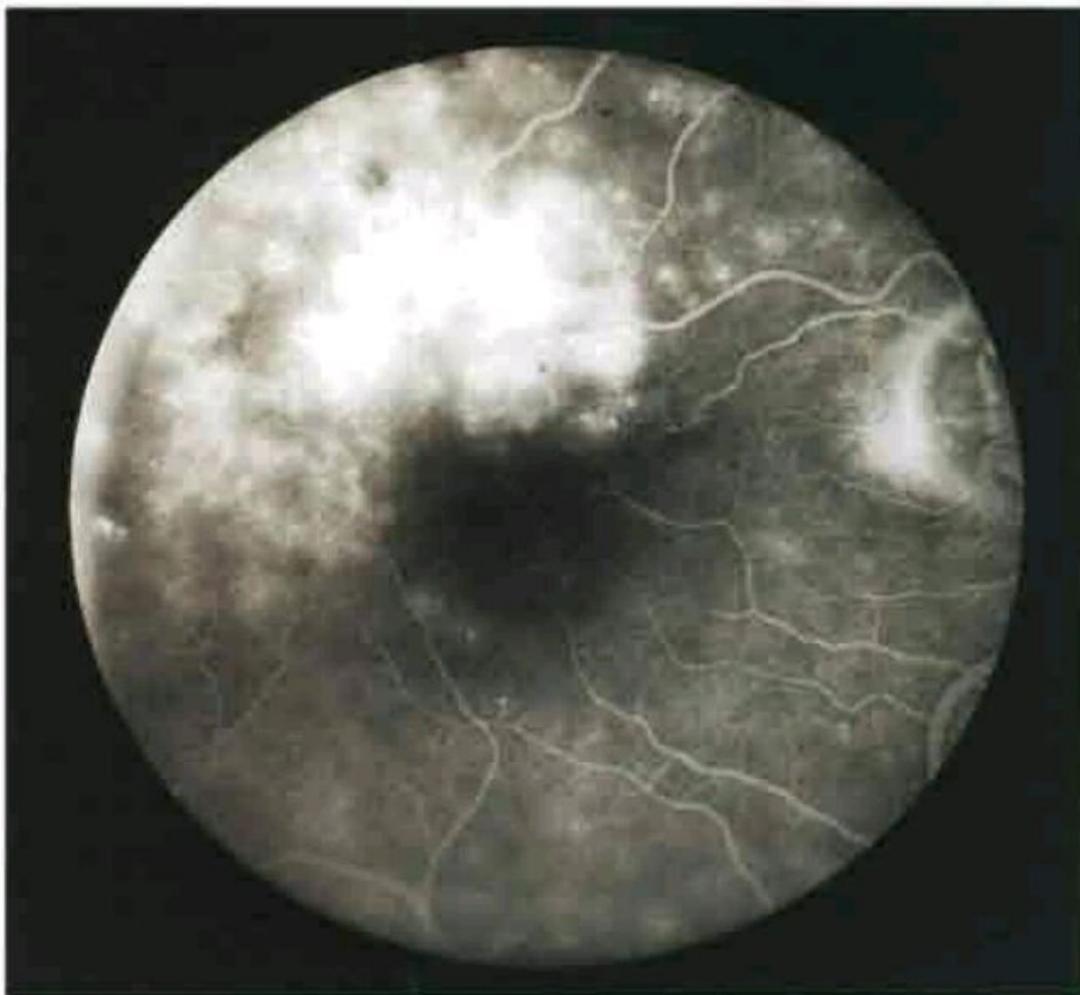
ФАГ выявляет обширное пропотевание и хорошую макулярную перфузию после окклюзии верхневисочной ветви ЦВС
